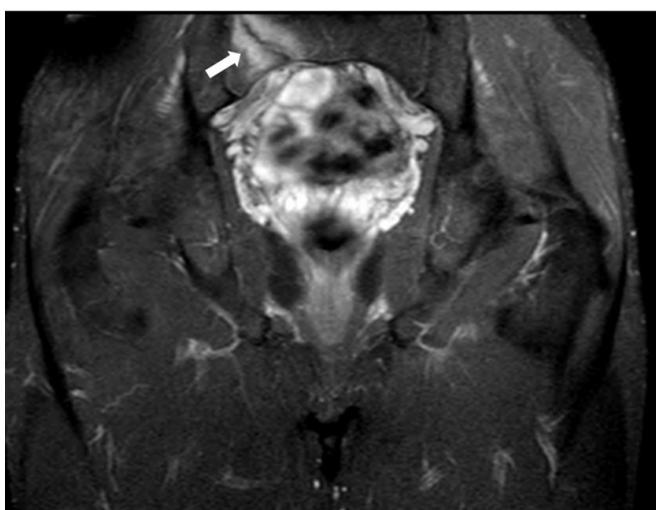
Resonancia Nuclear Magnética donde se observa fractura de fatiga del ala sacra derecha.
